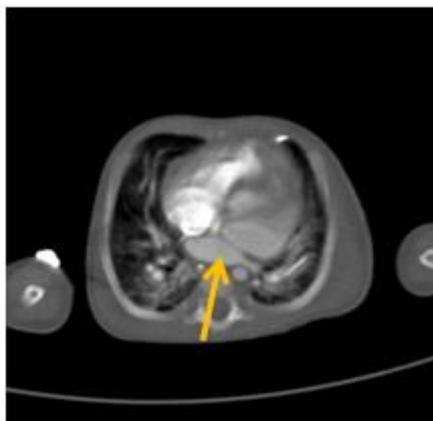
МСКТ-ангиография, MPR-реконструкция, ребенок К. 3мес, мембрана в левом предсердии
